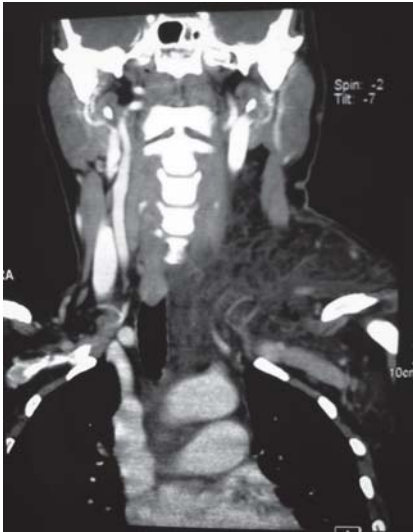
TC cervical, corte coronal: edema cervical extenso que se extiende hacia el mediastino.
